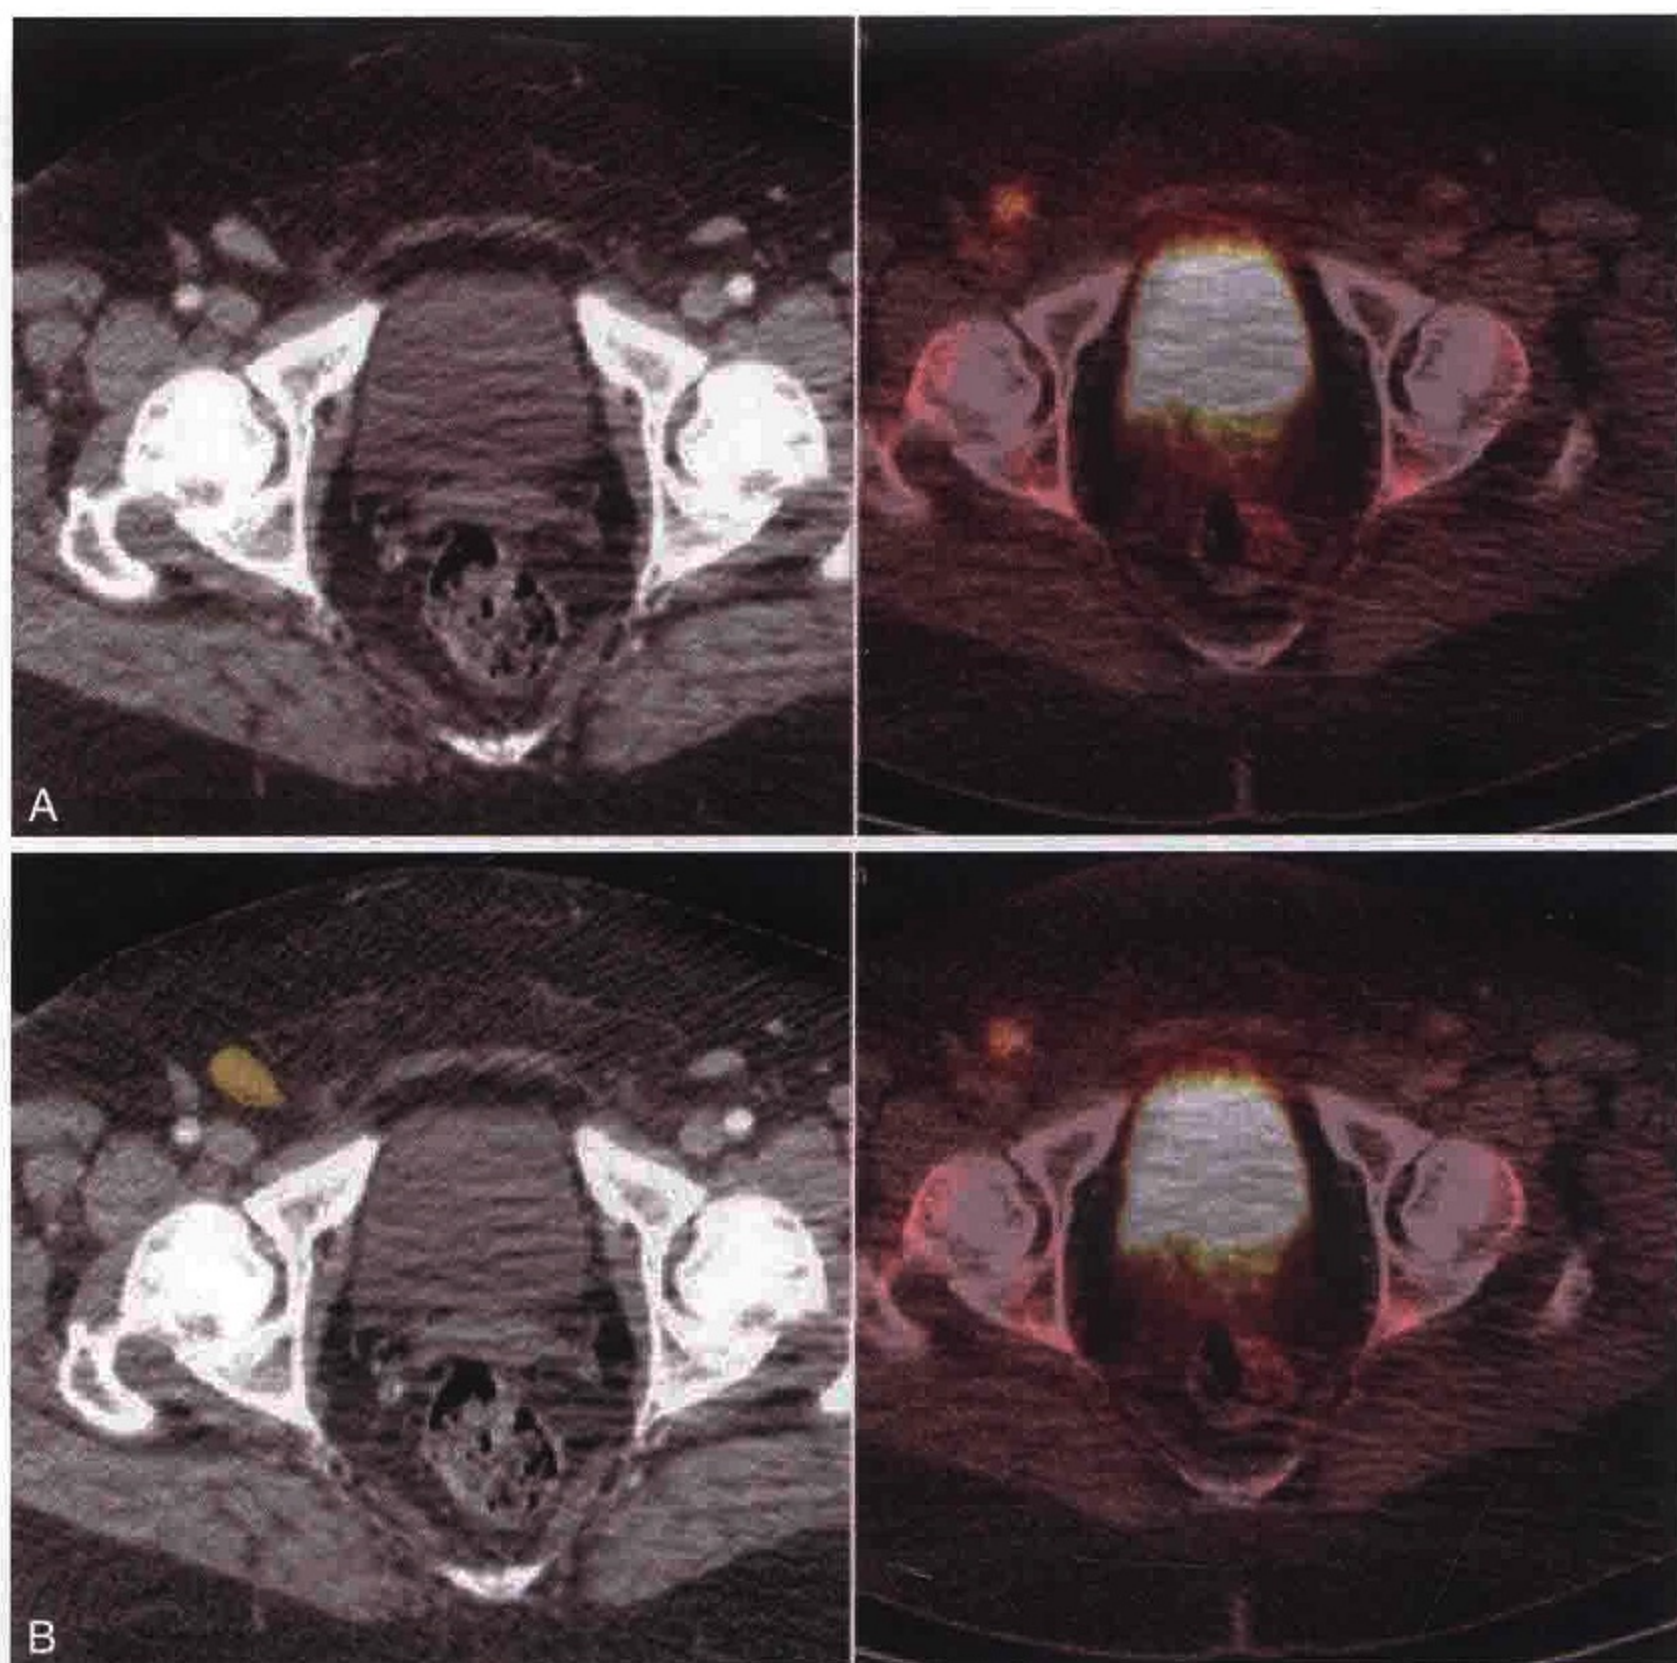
横轴位 CT A 和 PET/CT 融合像 B 示外阴癌患者右侧腹股沟淋巴结（橙色）FDG 代谢旺盛
